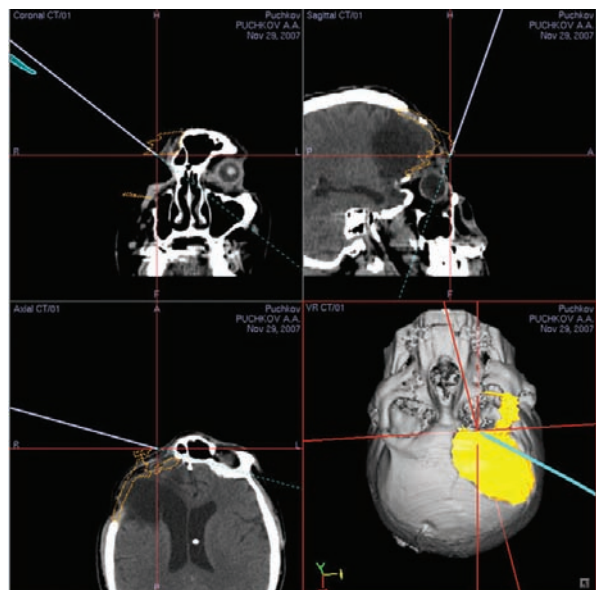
КТ в режиме 3D-реконструкции большого П. после краниопластики с использованием нейронавигации. Форма и положение трансплантата и репонированных костных фрагментов удовлетворительное, восстановлена правильная геометрия свода черепа, стенок глазницы, скулоорбитального комплекса.
